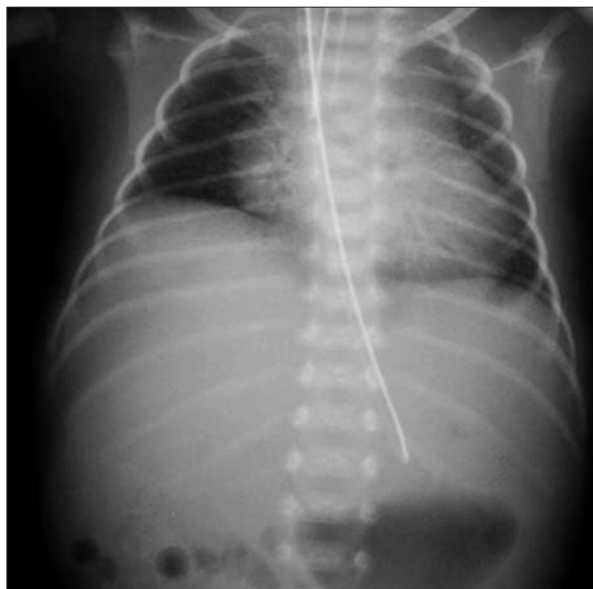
Radiografía de tórax donde se observan hipoplasia pulmonar derecha y costillas finas.
